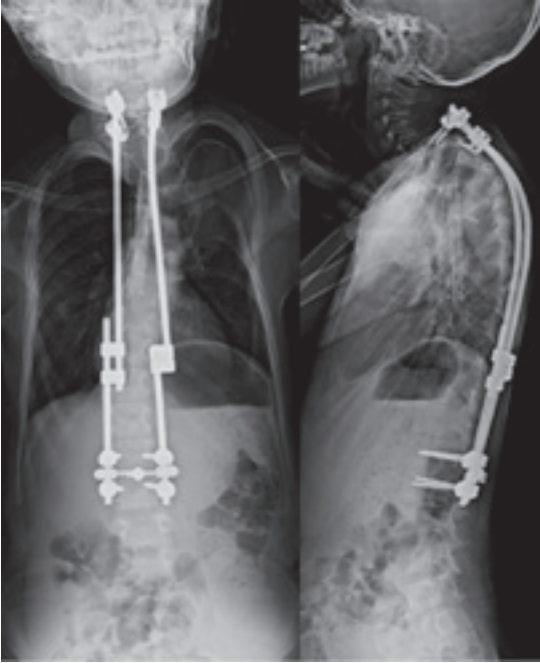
腓骨を用いた前方固定術後全脊椎単純X線像(立位)
